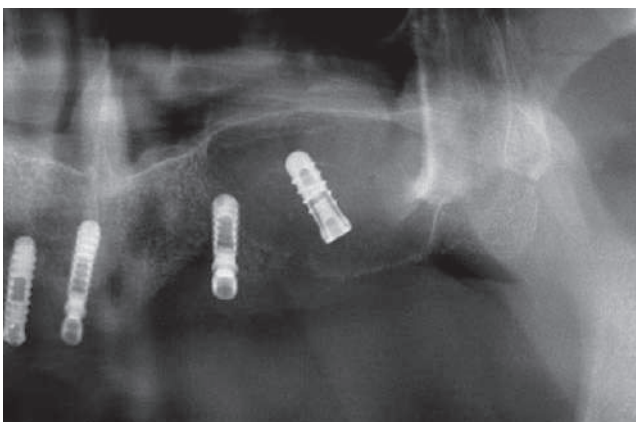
La radiografia mostra la dislocazione di un impianto nella parte laterale della cavità sinusale
